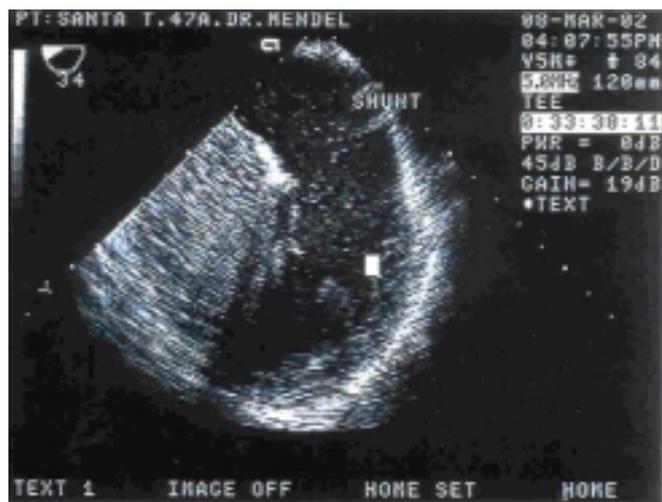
Imagem obtida por ecocardiografia transesofágica, evidenciando a presença de shunt D-E através da passagem de contraste salino do átrio direito para o átrio esquerdo
